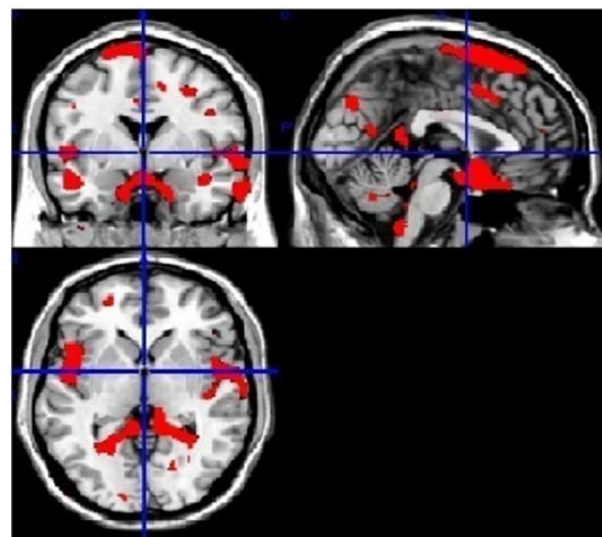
MBV. Cortes de imágenes de resonancia superpuestas. Las áreas coloreadas en rojo representan las zonas de significación estadística para la sustancia gris. ($T=7.15043$, $p=0.000$, corregido por método de comparaciones múltiples) en un grupo 45 pacientes con ELA comparados con 40 sujetos sanos.
